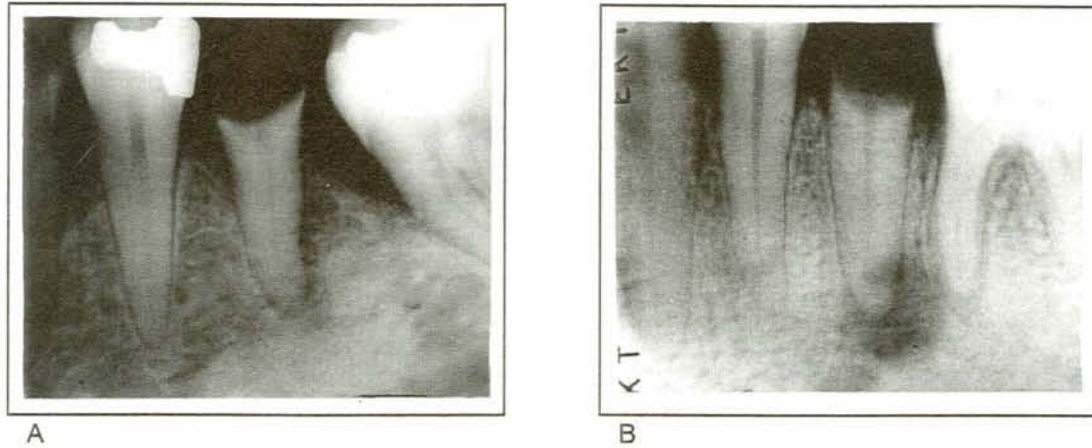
Radiografia das amostras com processo periapical
